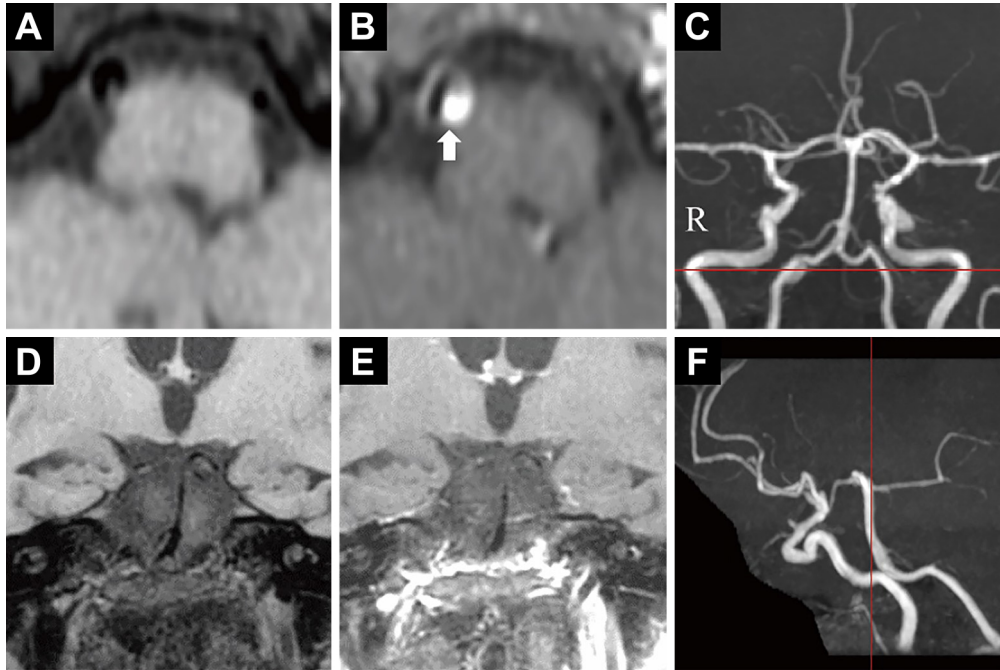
MRI (vessel wall imaging) (A, D) T₁ 3 dimension fast spin echo (3D FSE), (B, E) CE-T₁ 3D FSE, and (C, F) MRA on day 26 after admission.
